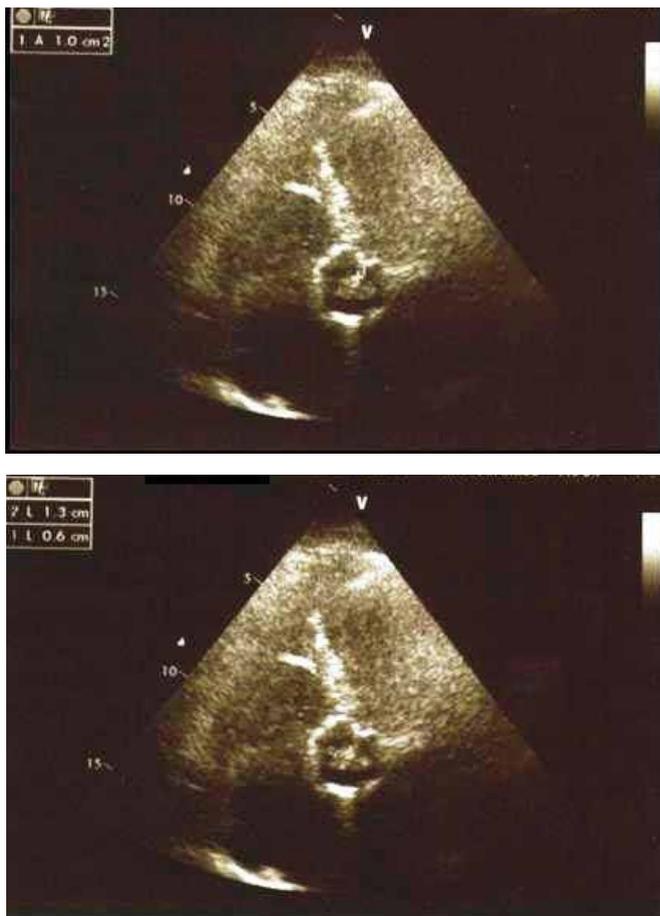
Ecocardiografía transtorácica ventana apical, vista de cinco cámaras. Nótese las imágenes ecogénicas, forma de anémona marina que se evidencia en la válvula aórtica (A) y (B).
